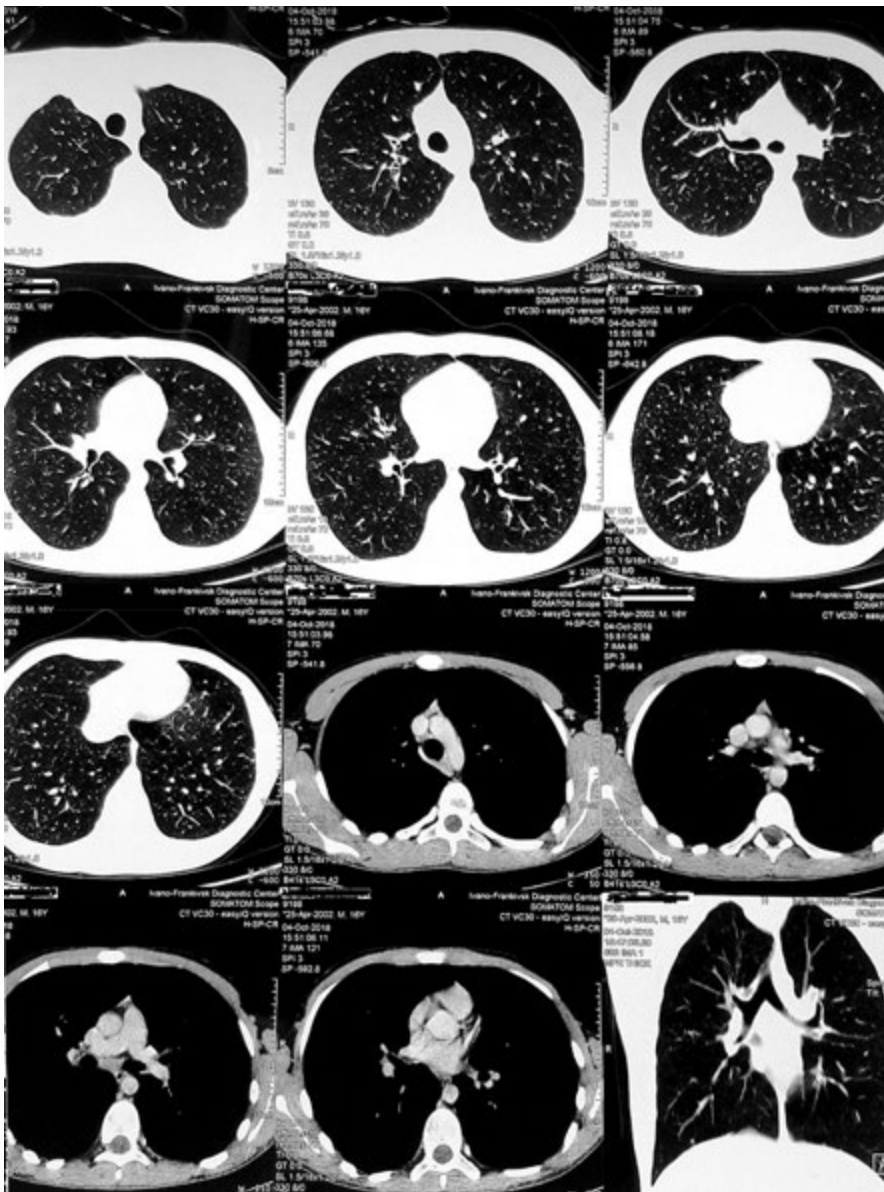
Контрольна МСКТ ОГК через 2 міс після повторного стаціонарного лікування з позитивною динамікою щодо часткового розсмоктування міліарної дисемінації та з відсутністю збільшення лімфовузлів (4.10.2018 р.)
